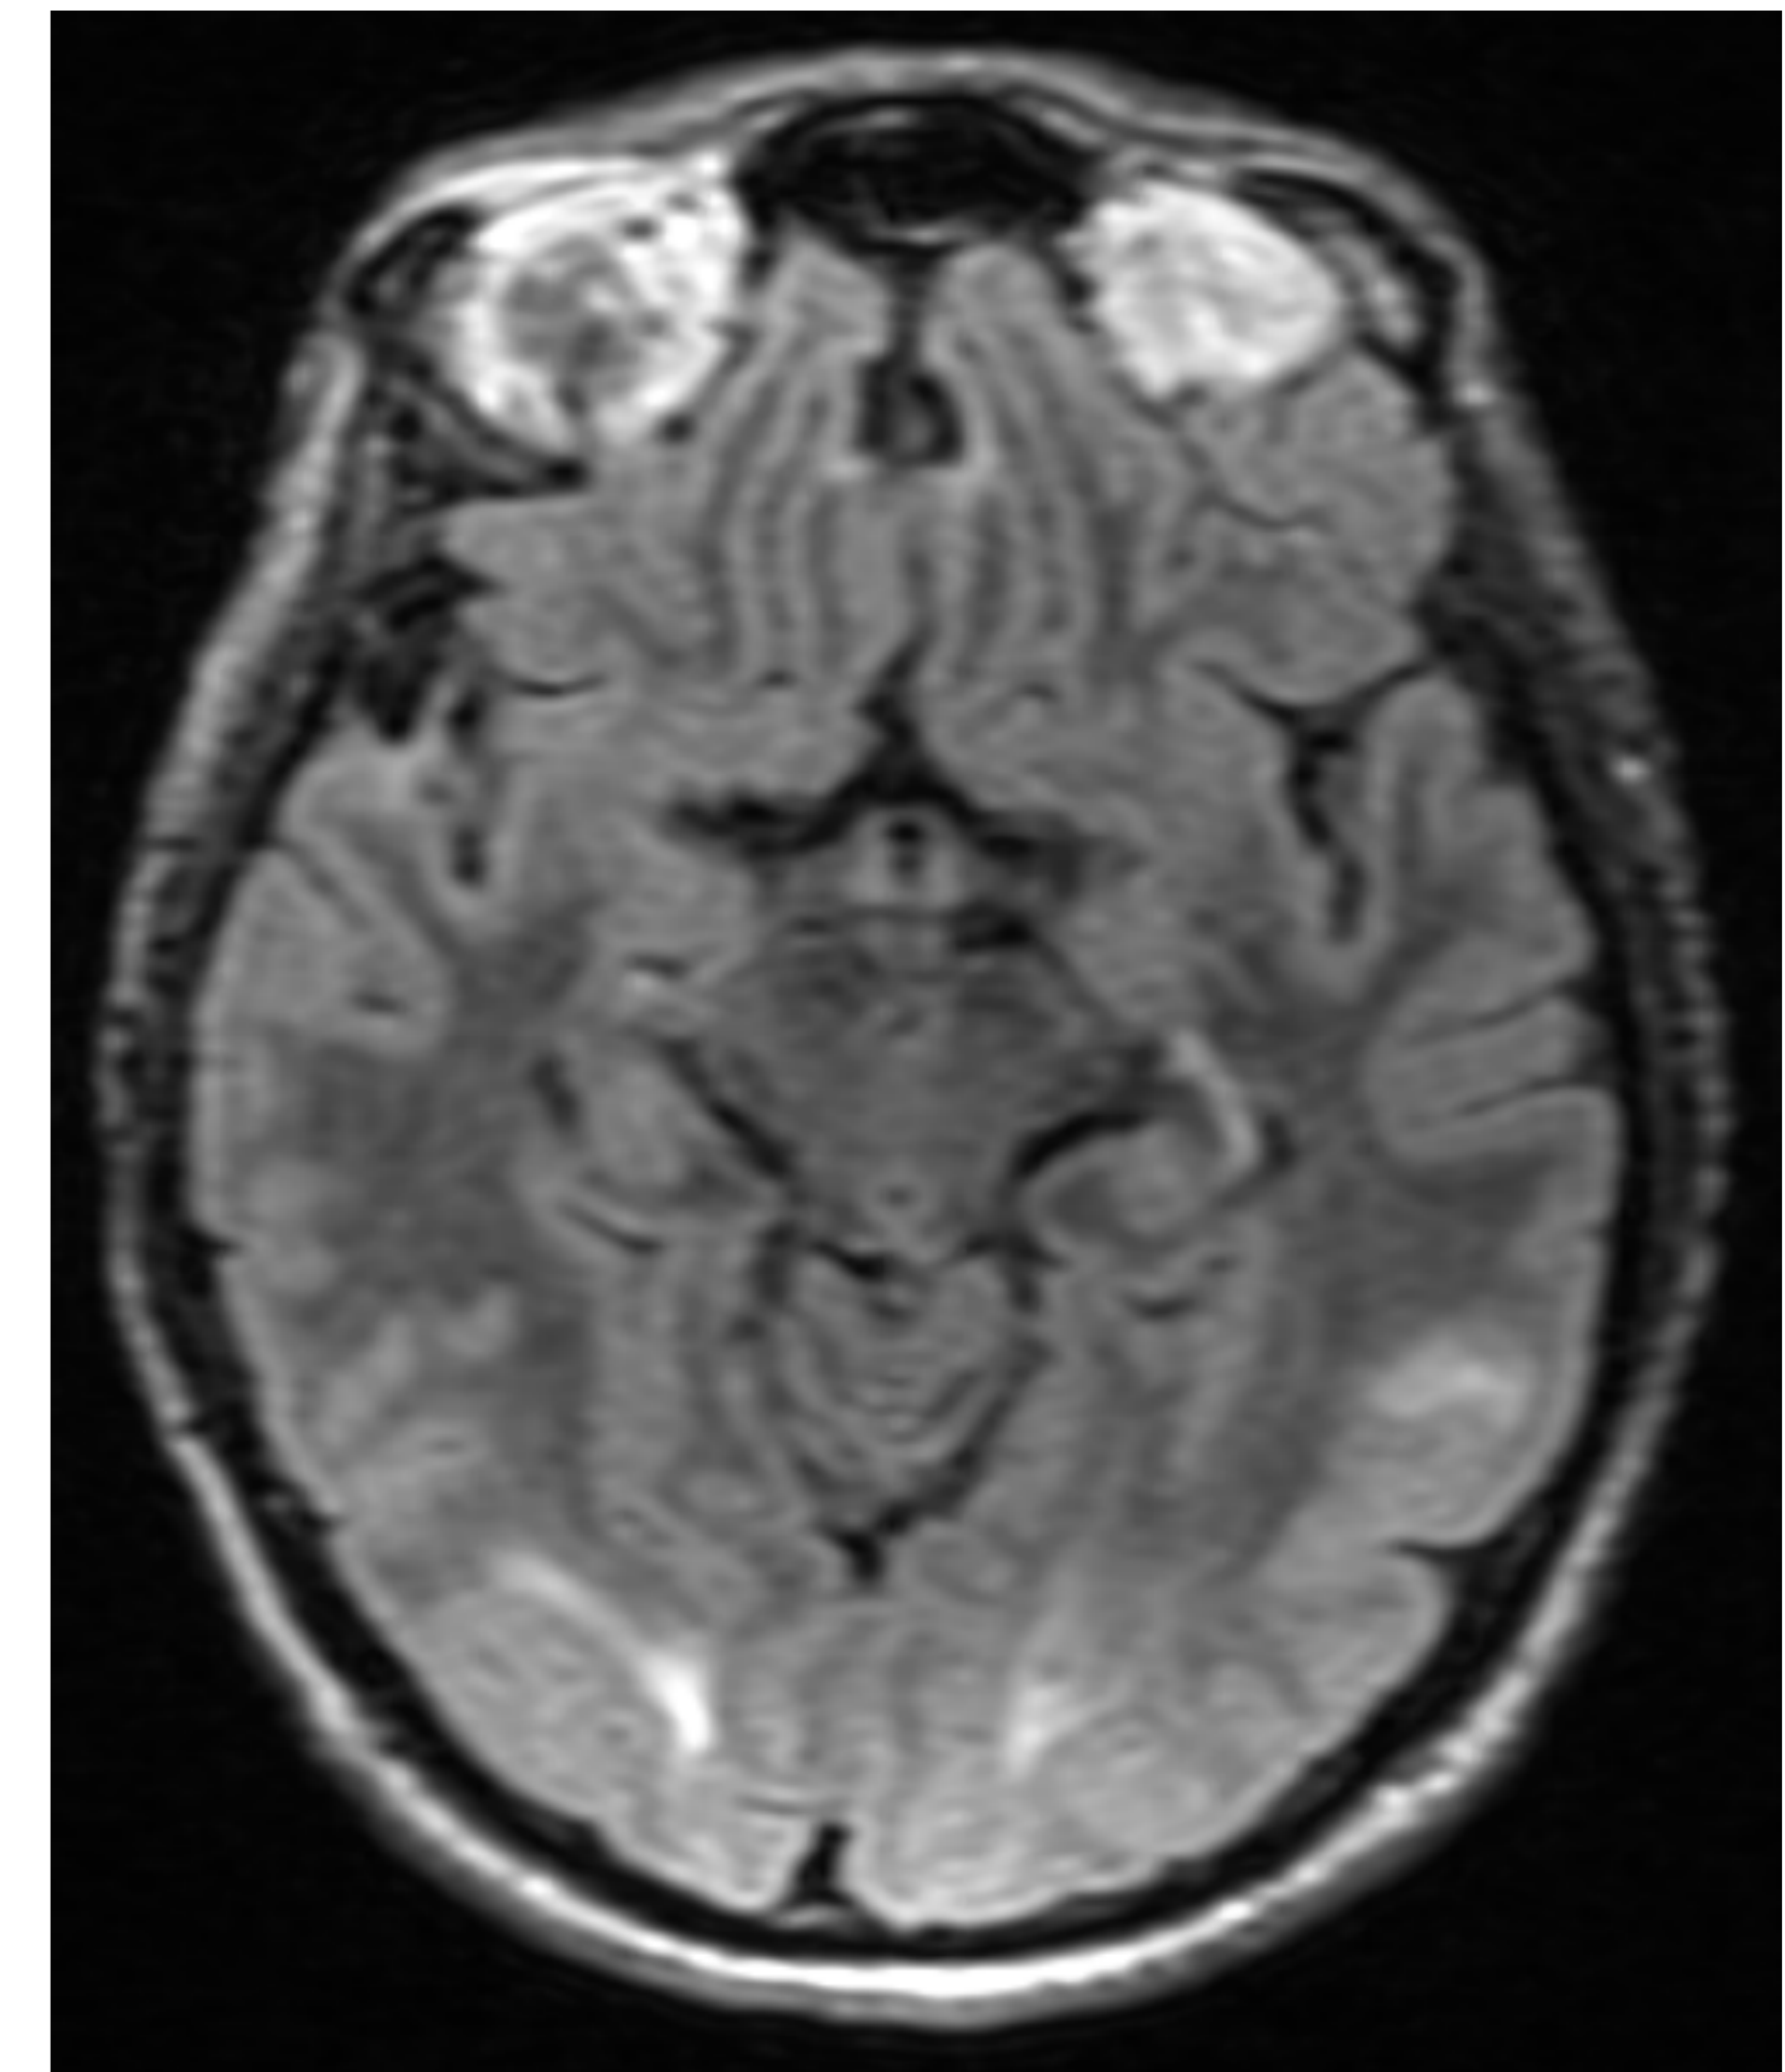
Resonancia magnética de cerebro, secuencia FLAIR, corte axial a nivel de mesencéfalo que evidencia edema vasogénico simétrico en ambos hemisferios parietales y occipital izquierdo compatibles con síndrome de leucoencefalopatía posterior reversible.
